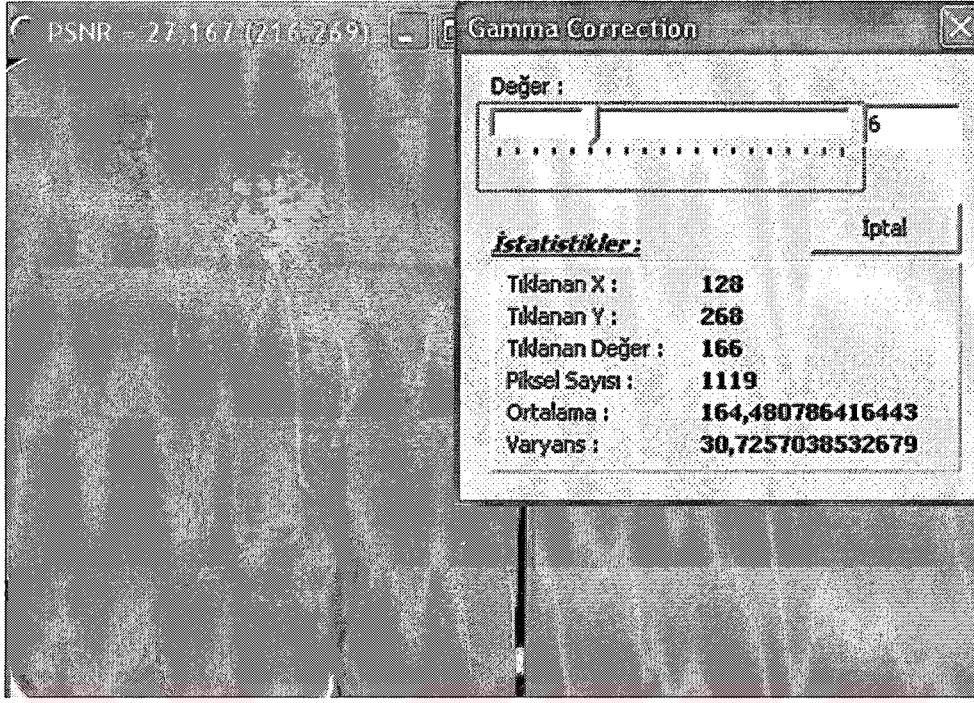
Endodontik tedavi öncesi ve sonrasında alınan röntgen filmleri ile fark görüntüleri.
